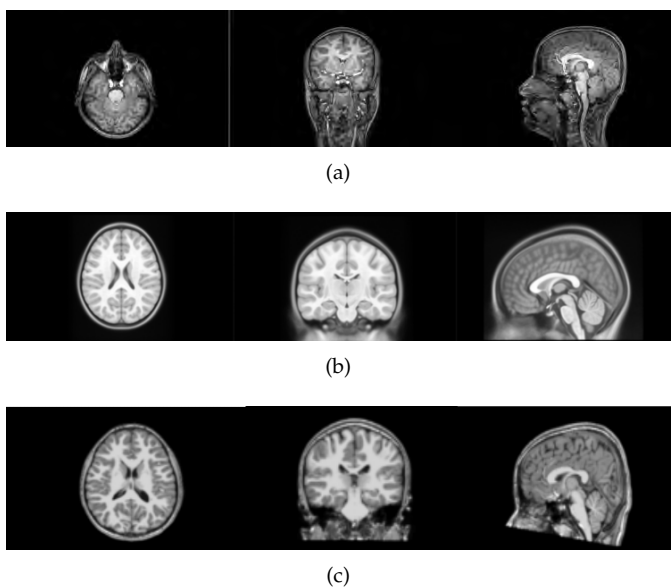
Proceso entre el (a) MRI original al aplicarle alineación rígida por el (b) MRI del atlas para obtener (c) una MRI alineada.
